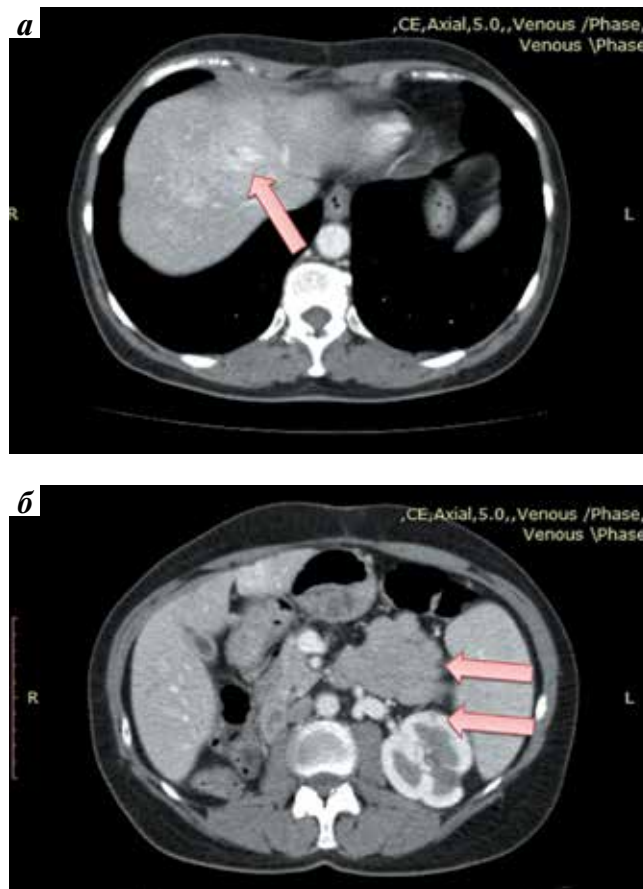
Компьютерная томография больной Б. перед началом таргетной терапии 1-й линии акситинибом. Стрелками показаны метастазы в печени (а), единственной левой почке, надпочечнике и поджелудочной железе (б)
